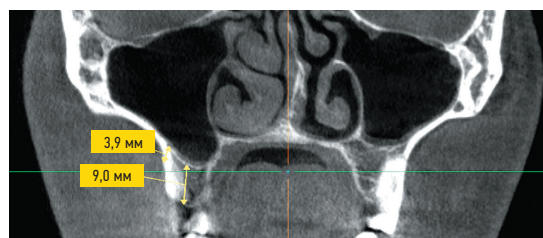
Корональный срез томограммы: расчет высоты альвеолярного отростка и межкомпактного слоя.
